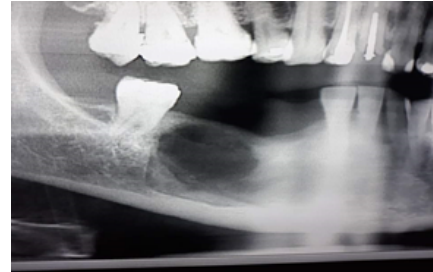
Radiografía panorámica que muestra zona afectada después de la primera intervención quirúrgica
